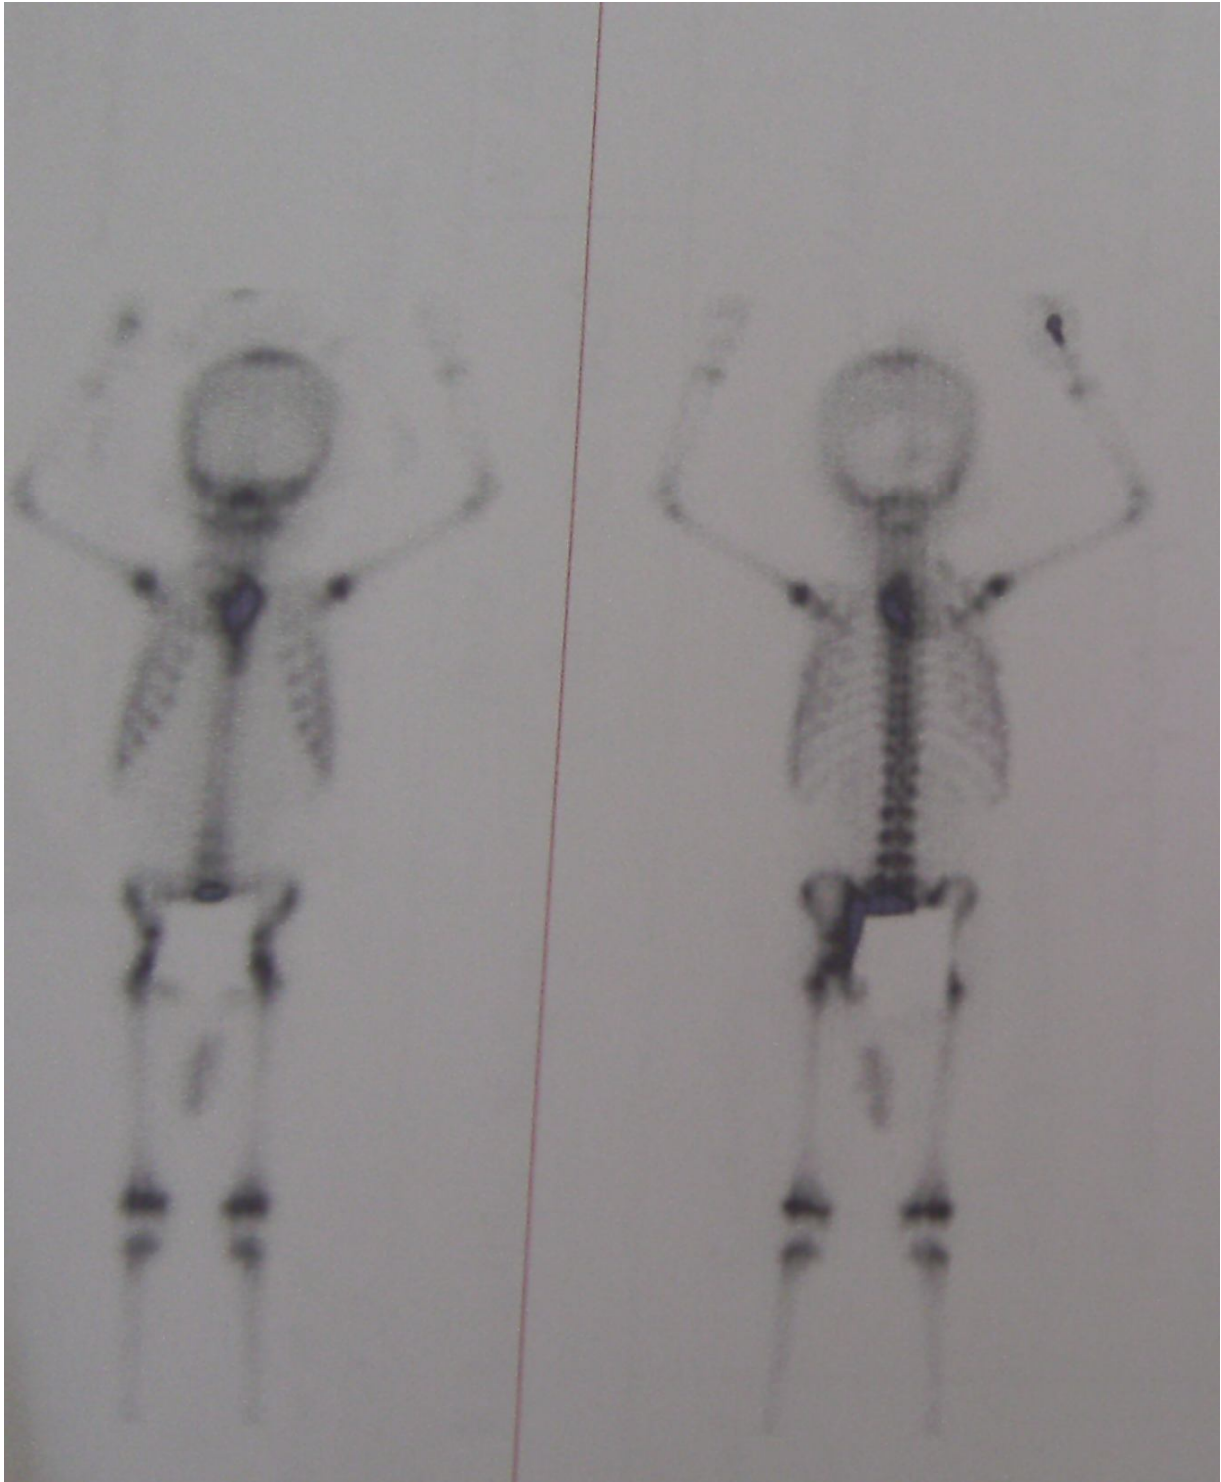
scintigraphie osseuse au mibg de notre patiente montrant une hyperfixation sternale suspecte.
